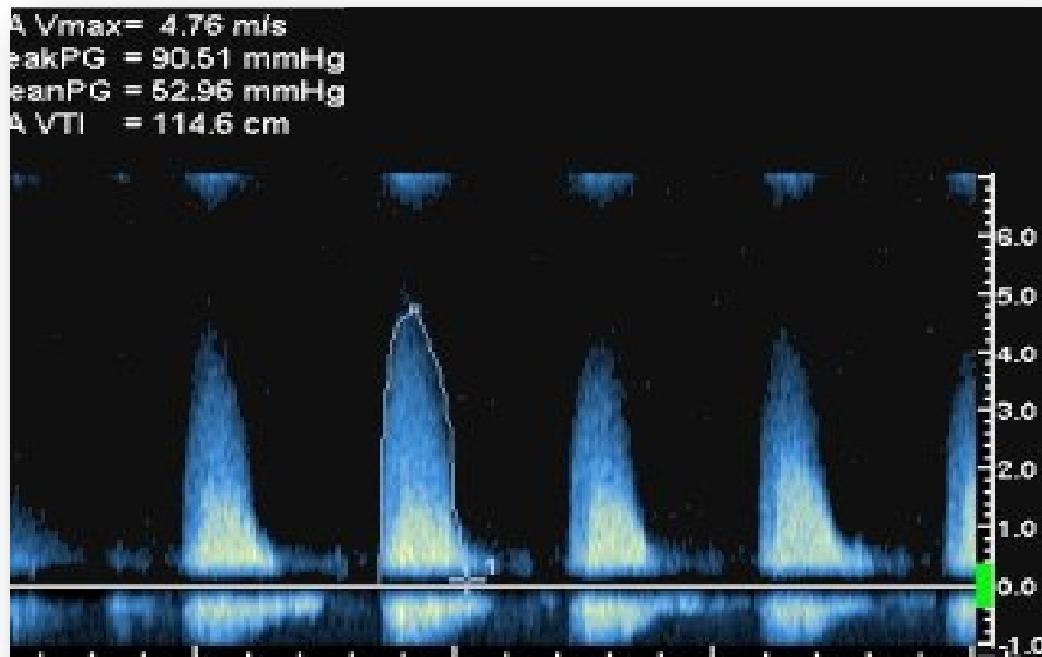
Gradient moyen par voie suprasternale ou parasternale droite
